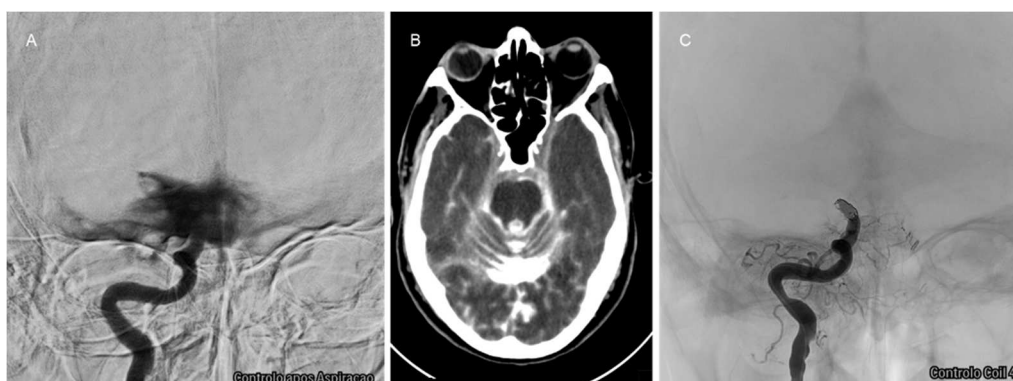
A. Angiografia com rutura da ACI na porção intracraniana. B. TC-CE com hemorragia subaracnoideia e intraventricular. C. Angiografia com oclusão arterial com coils.
